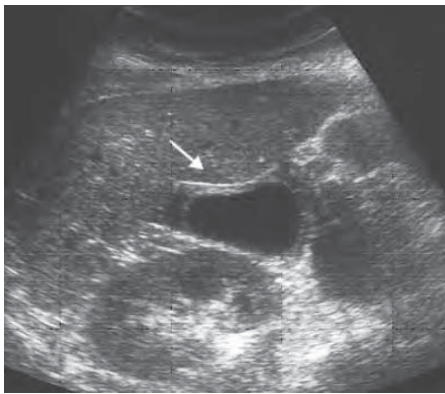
/6. Ecografía de abdomen. Colecistitis alitiásica en paciente con traumatismo grave de tórax. Obsérvese la distensión del órgano y el engrosamiento de la pared.
